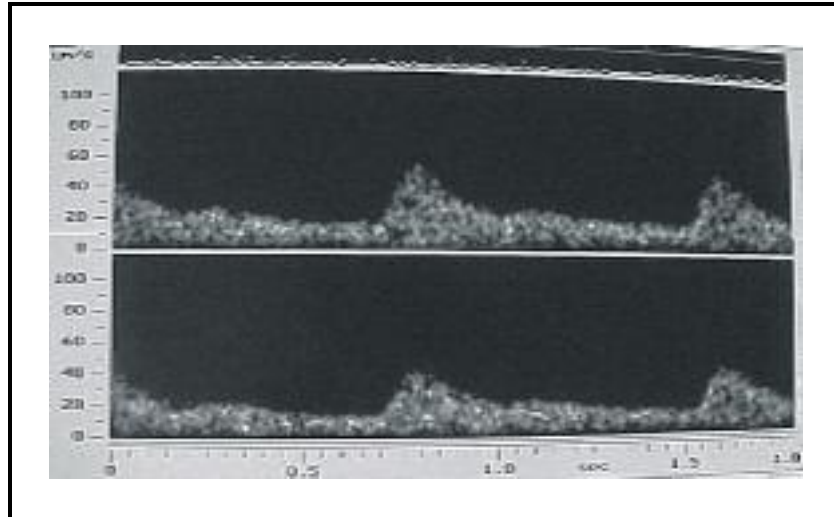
Originalregistrierung. Transtemporal abgeleiteter Normalbefund beider Arteriae cerebri mediae (oben: linke Seite, unten: rechte Seite). Der Zeitverlauf der spektralanalytisch dargestellten Doppler-Signale wird auf der Abszisse (0-1,8 s), die Blutflußgeschwindigkeit auf der Ordinate in cm/s wiedergegeben.
